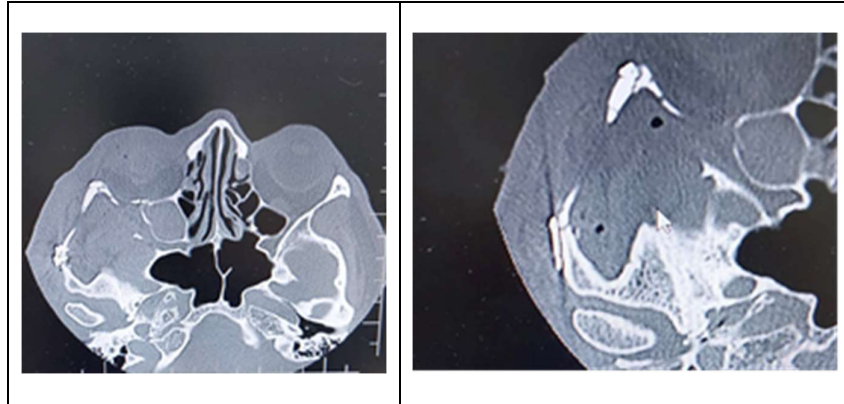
TAC postquirúrgico (Material de osteosíntesis en posición)
